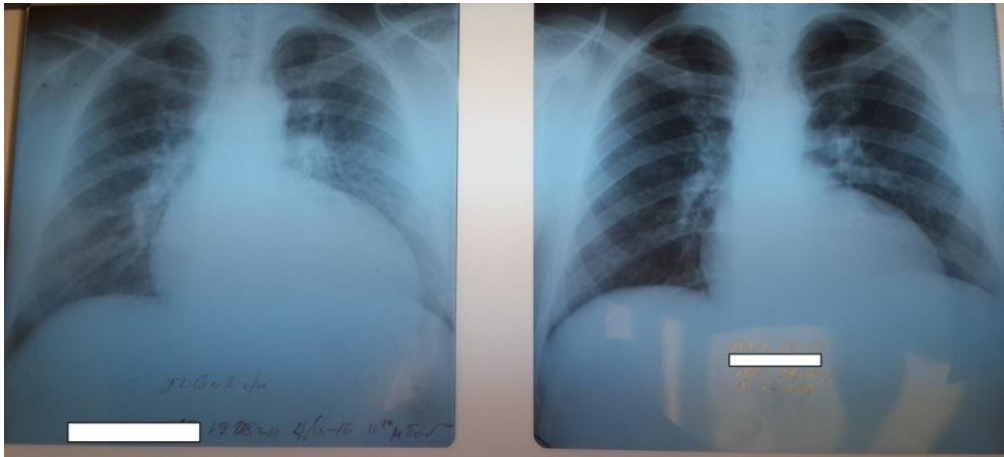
Динамика рентгенографии ОГК пациента в течение 13 дней (от 21.09.2016г. и 03.10.2016г.)
